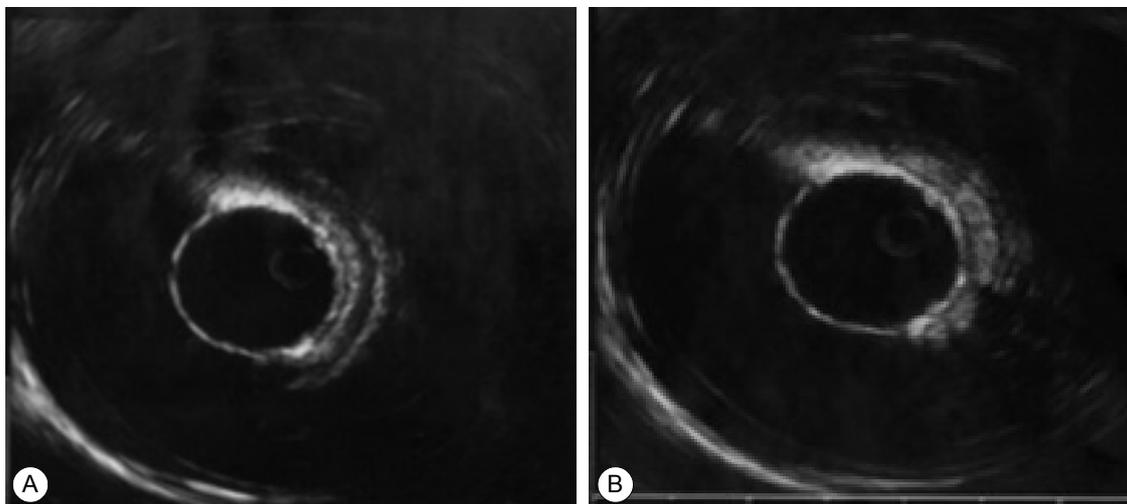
(A) Endobronchial ultrasound (EBUS) findings. It showed a layered structure of normal tracheobronchial wall. Starting on the luminal side of tracheobronchial wall, the third and fourth layers (the hyper/hypoechoic layers) are cartilage. (B) The hetero-echogenicity with irregular shape was seen through the third and fourth layers.
